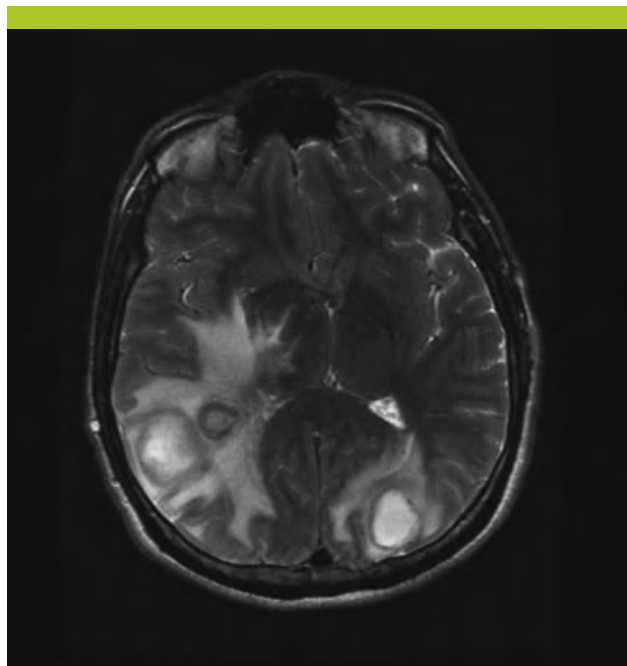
IRM cérébrale montrant les abcès occipitaux bilatéraux
